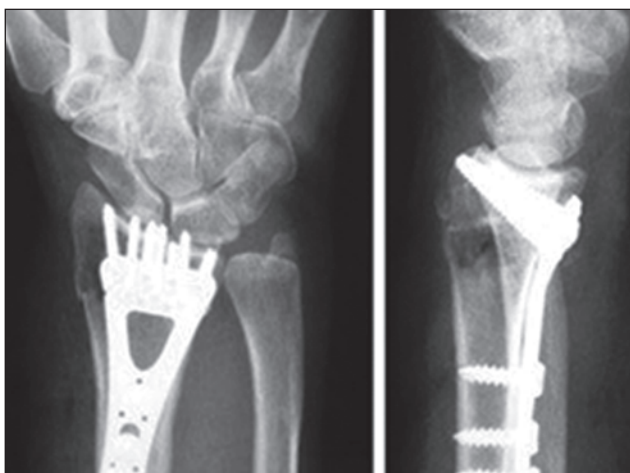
Фотовідбиток рентгенограми хворого П. після МОС LCP-пластиною
